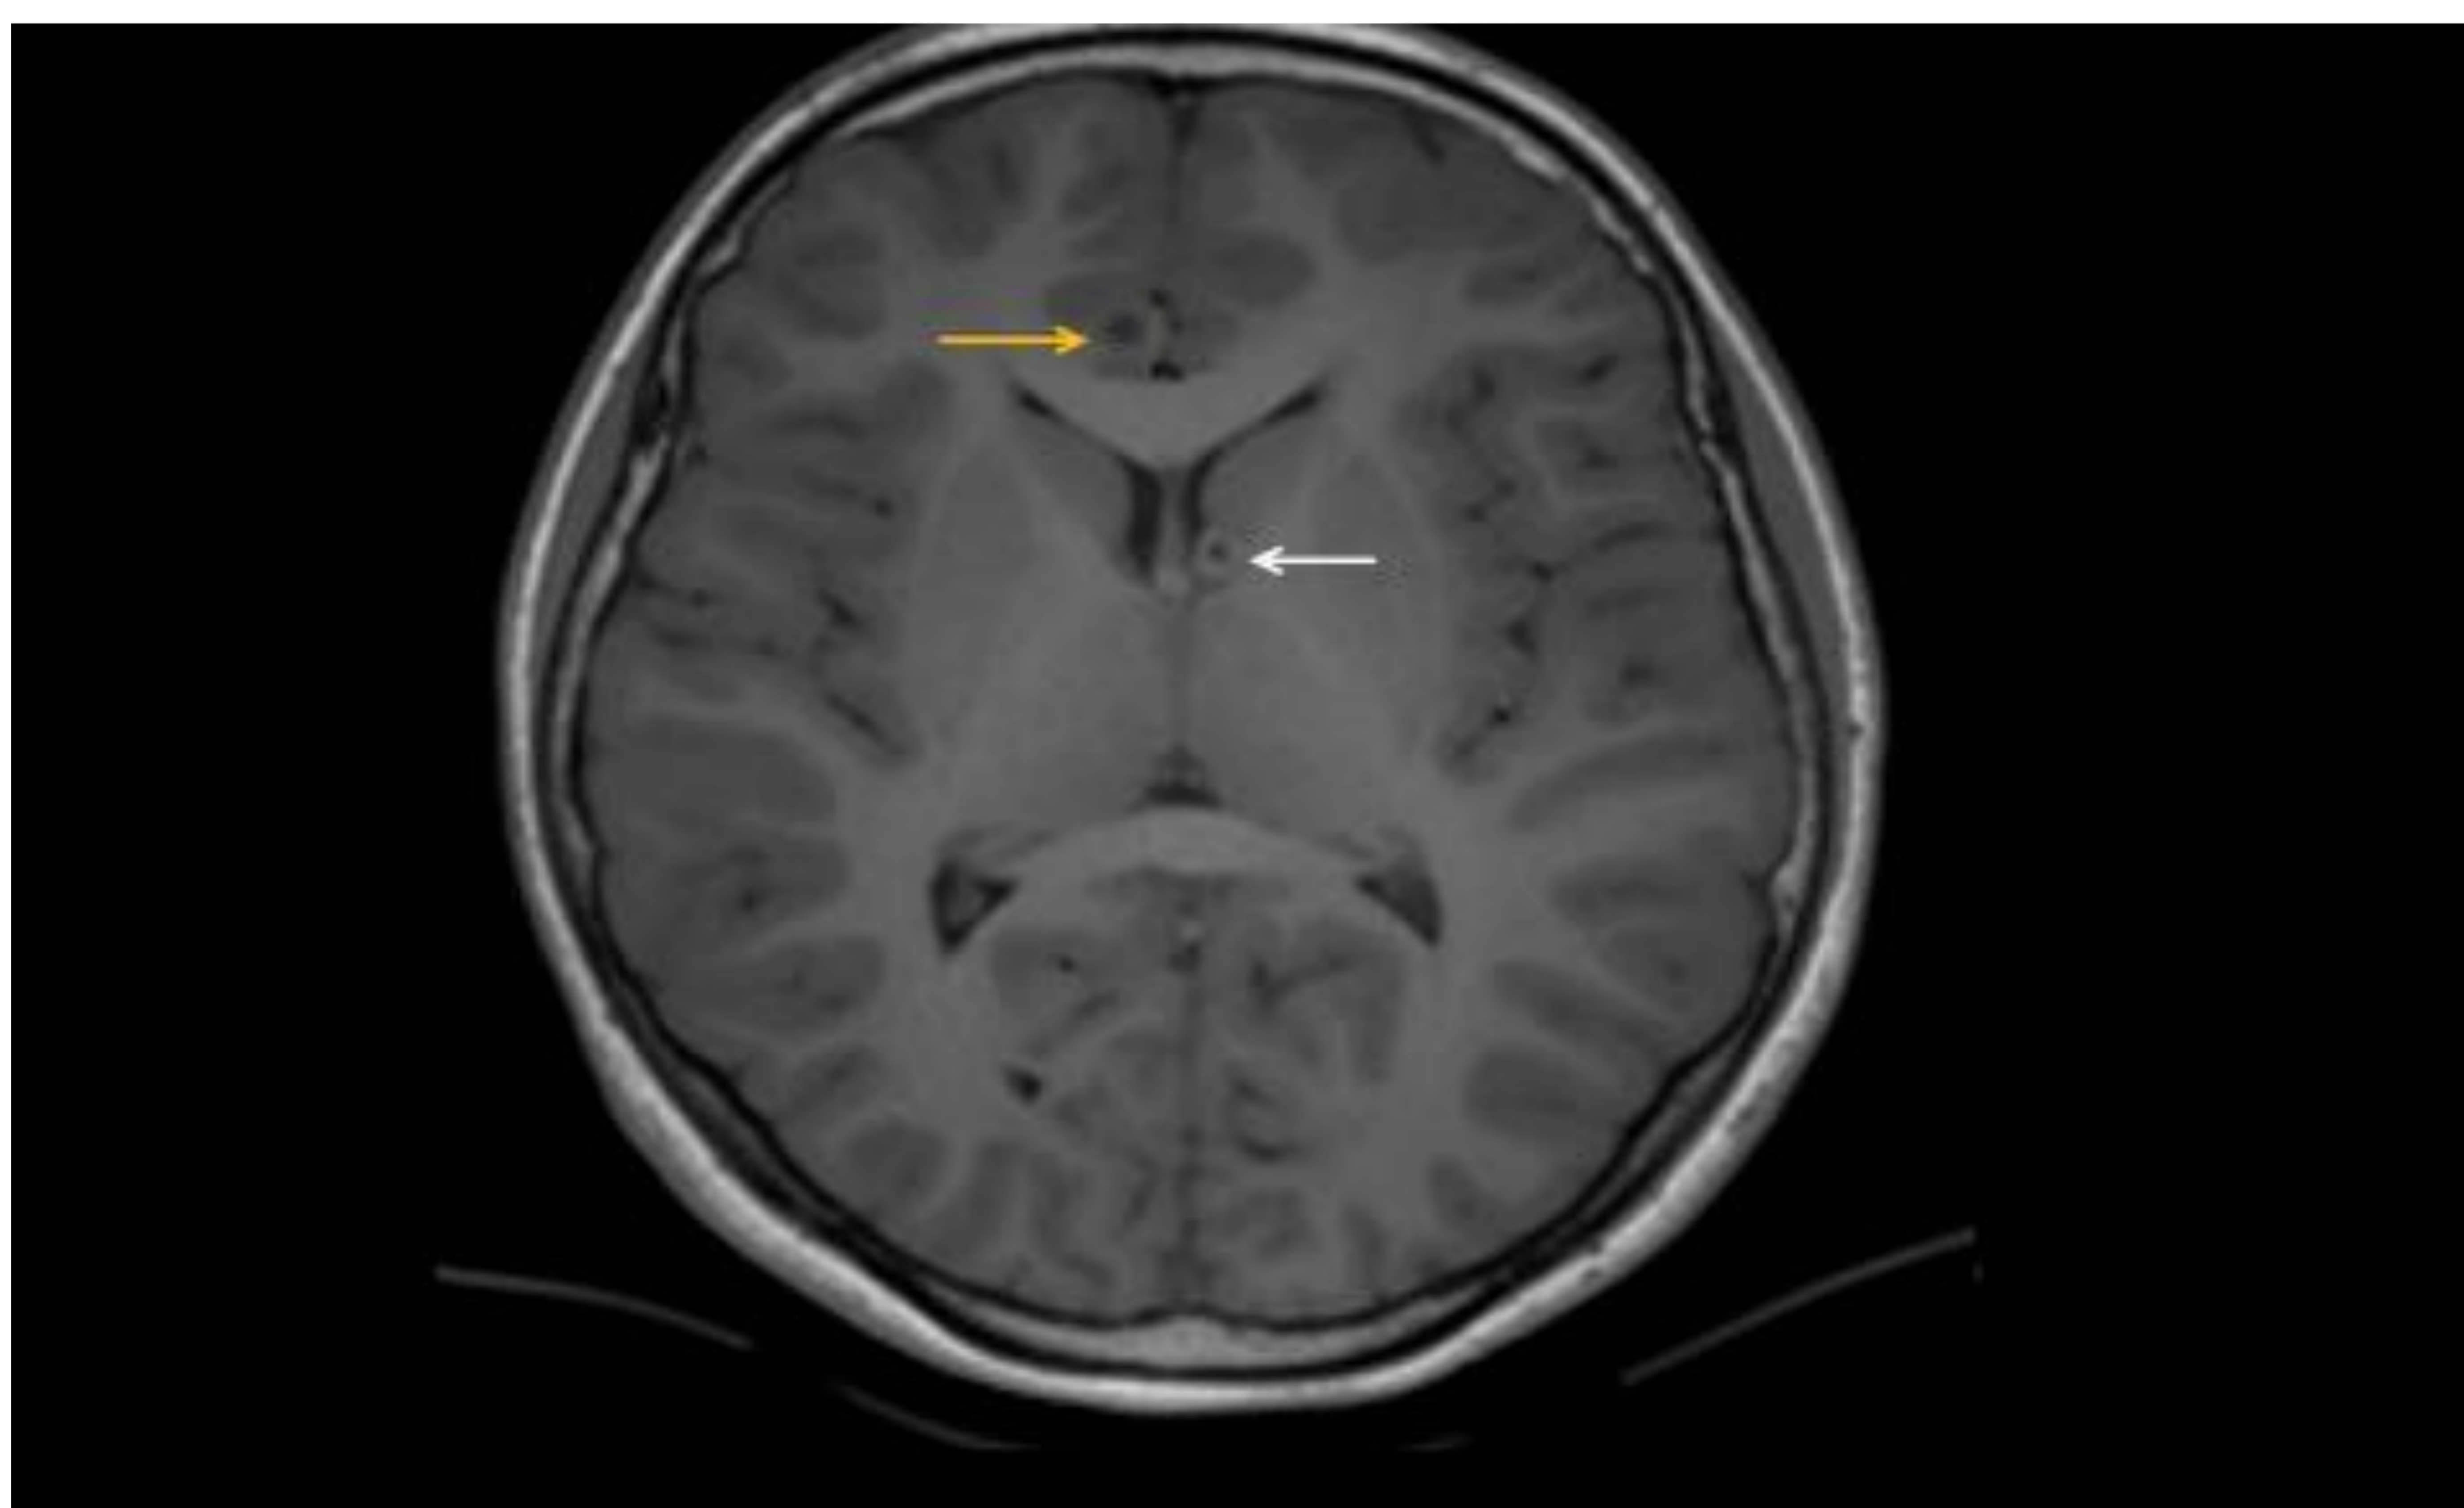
Misma paciente . RM cerebral axial T1 simple donde se observa la lesión quística en SB del giro cingular derecho hipointensa (flecha amarilla) y nódulo subependimario en ventrículo lateral izquierdo (flecha blanca).
